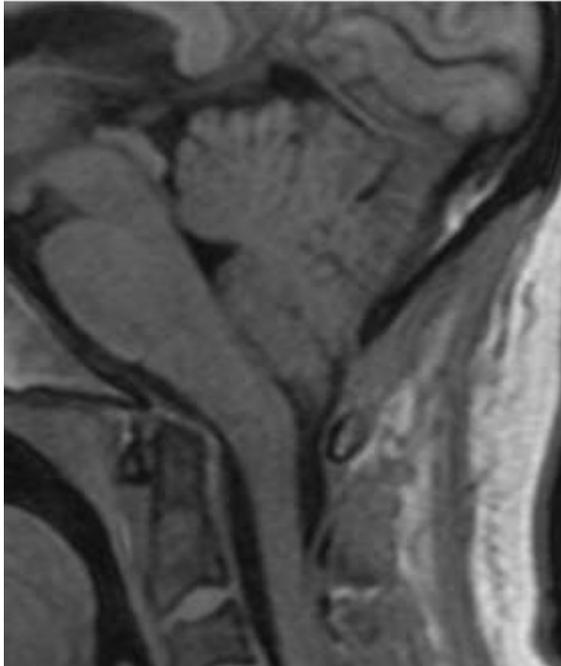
Resonancia magnética, plano sagital, secuencia T1, se observa descenso de las amígdalas cerebelosas por debajo del agujero magno y angulación del bulbo raquídeo.
